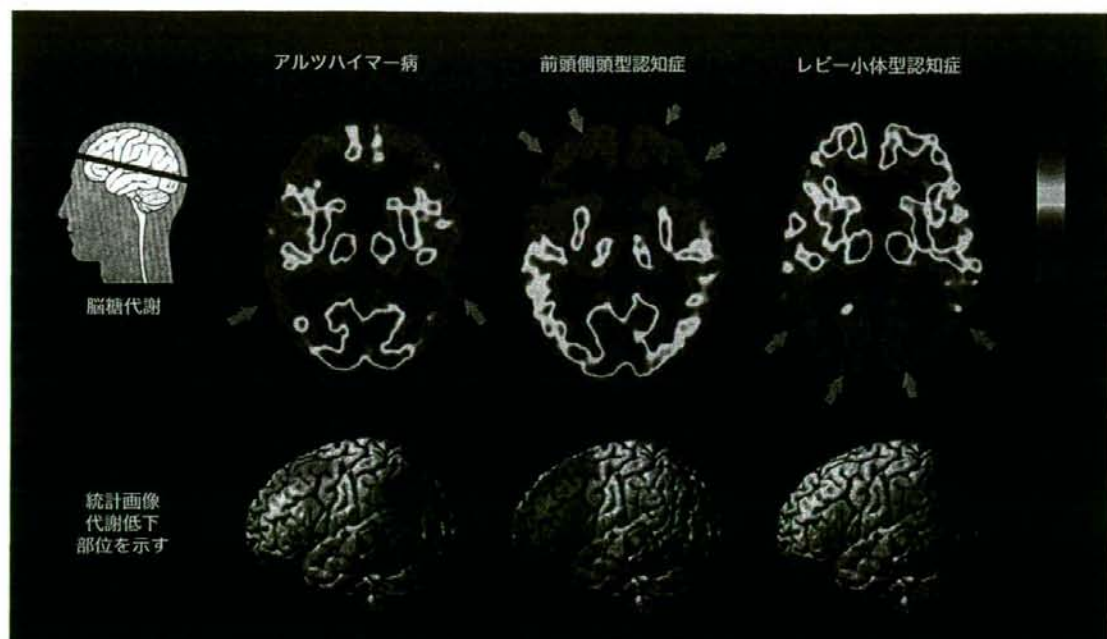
代表的認知症疾患の症例の FDG-PET 画像と統計画像
